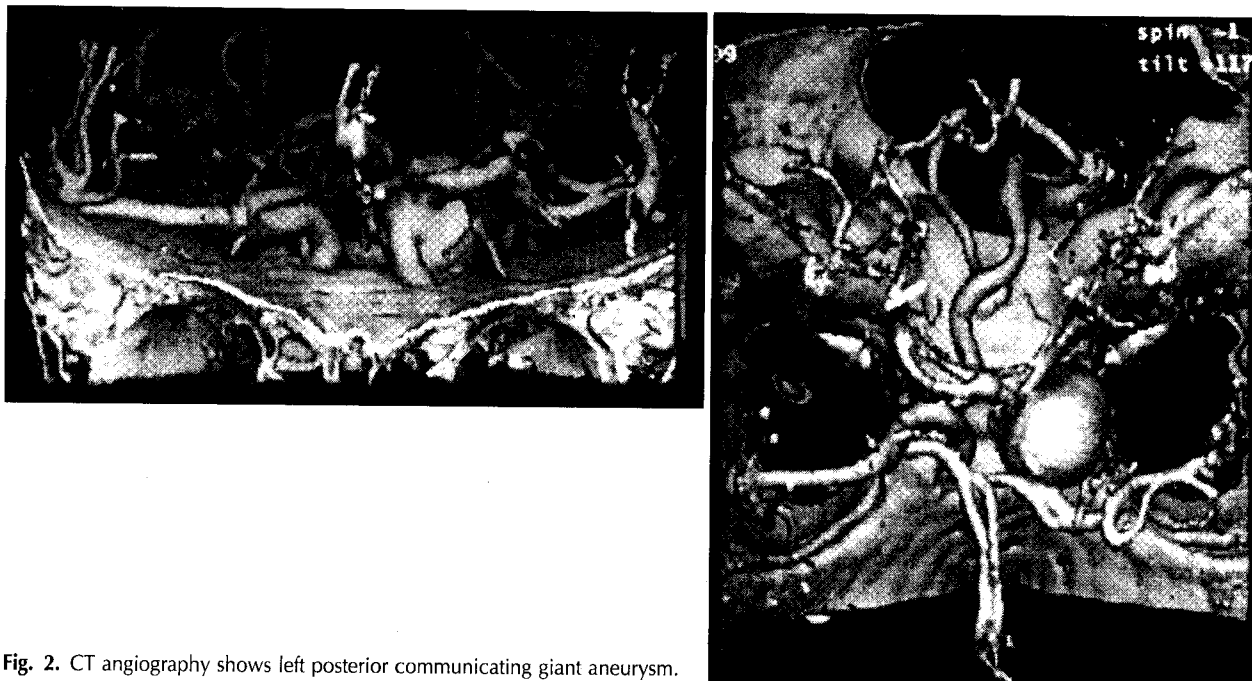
CT angiography shows left posterior communicating giant aneurysm.
